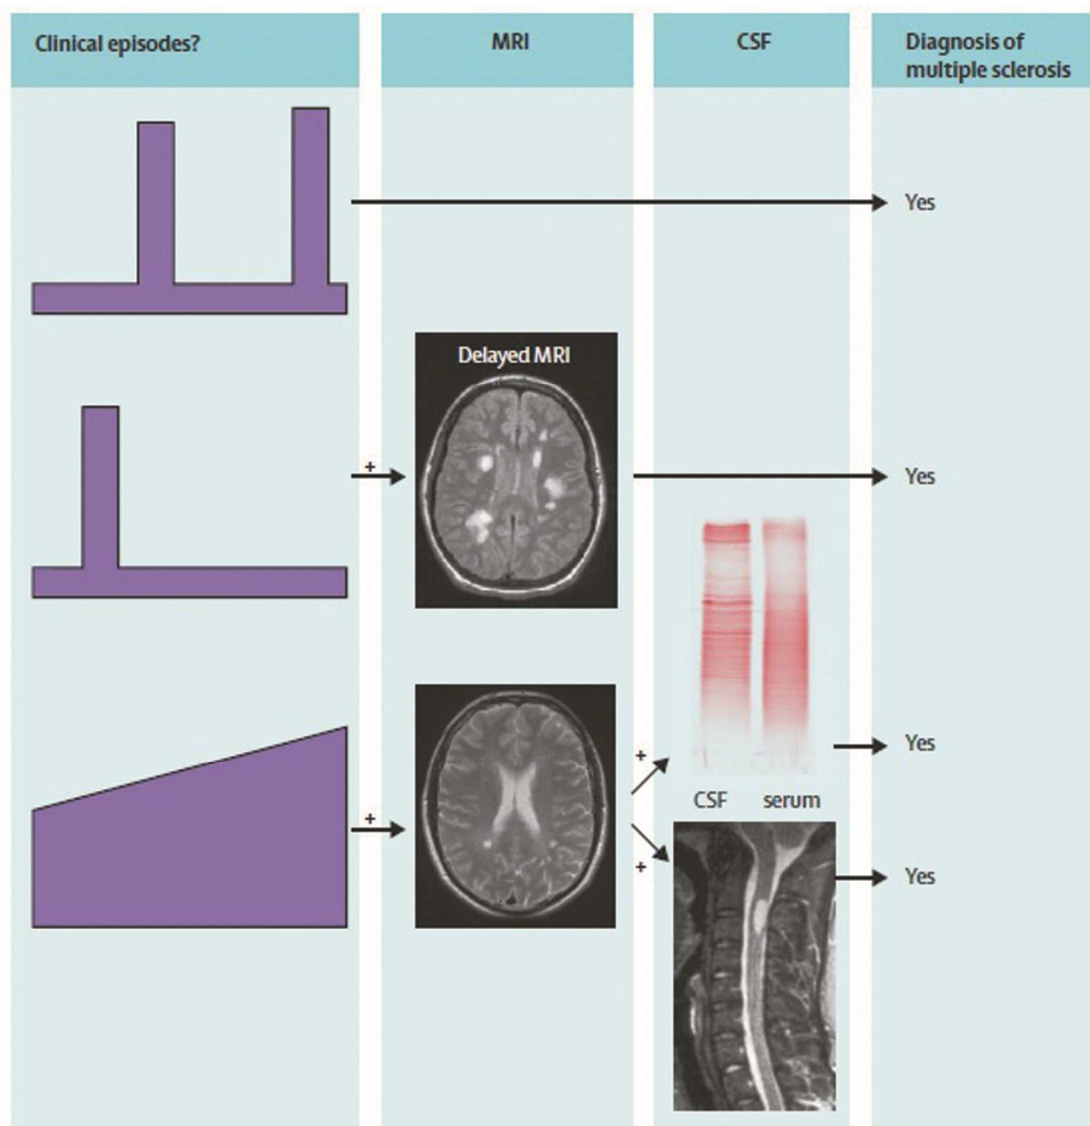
Criterios diagnóstico de esclerosis múltiple (EM) (modificados de McDonald et col. ⁴. MRI:imagen de resonancia magnética; CSF: líquido ceforraquídeo (figura extraída de Compston y col. ²).
